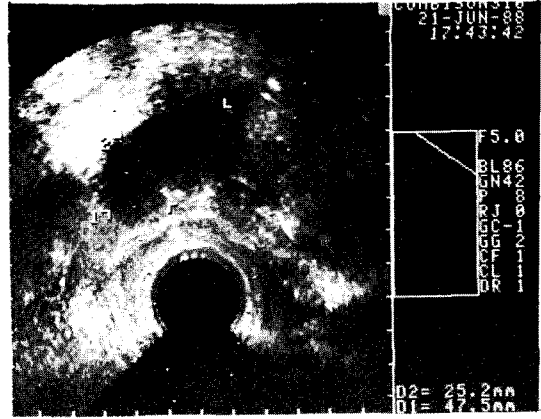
Transvaginal ultrasonography of right ovarian cyst in the same patient-5 weeks later. Right ovarian cyst measuring 25×48mm reappeared in spite of transvaginal aspiration.
